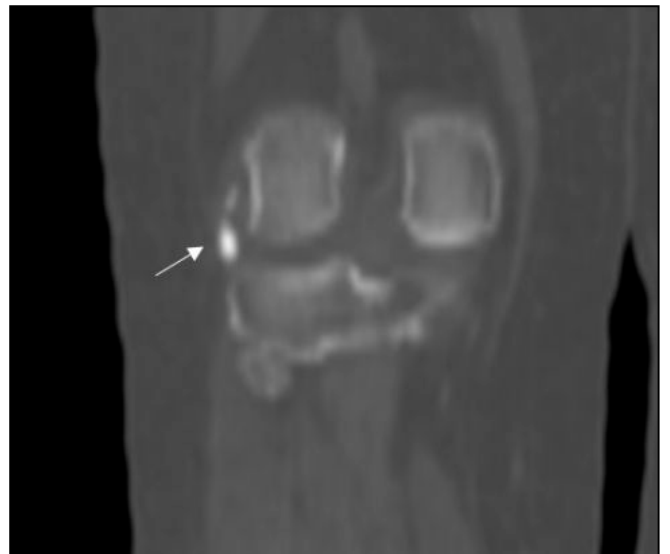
Radyografide sağ diz lateralinde kalsifikasyonlar (beyaz ok) ve lateral epikondilde düzensizlik görülmektedir.
